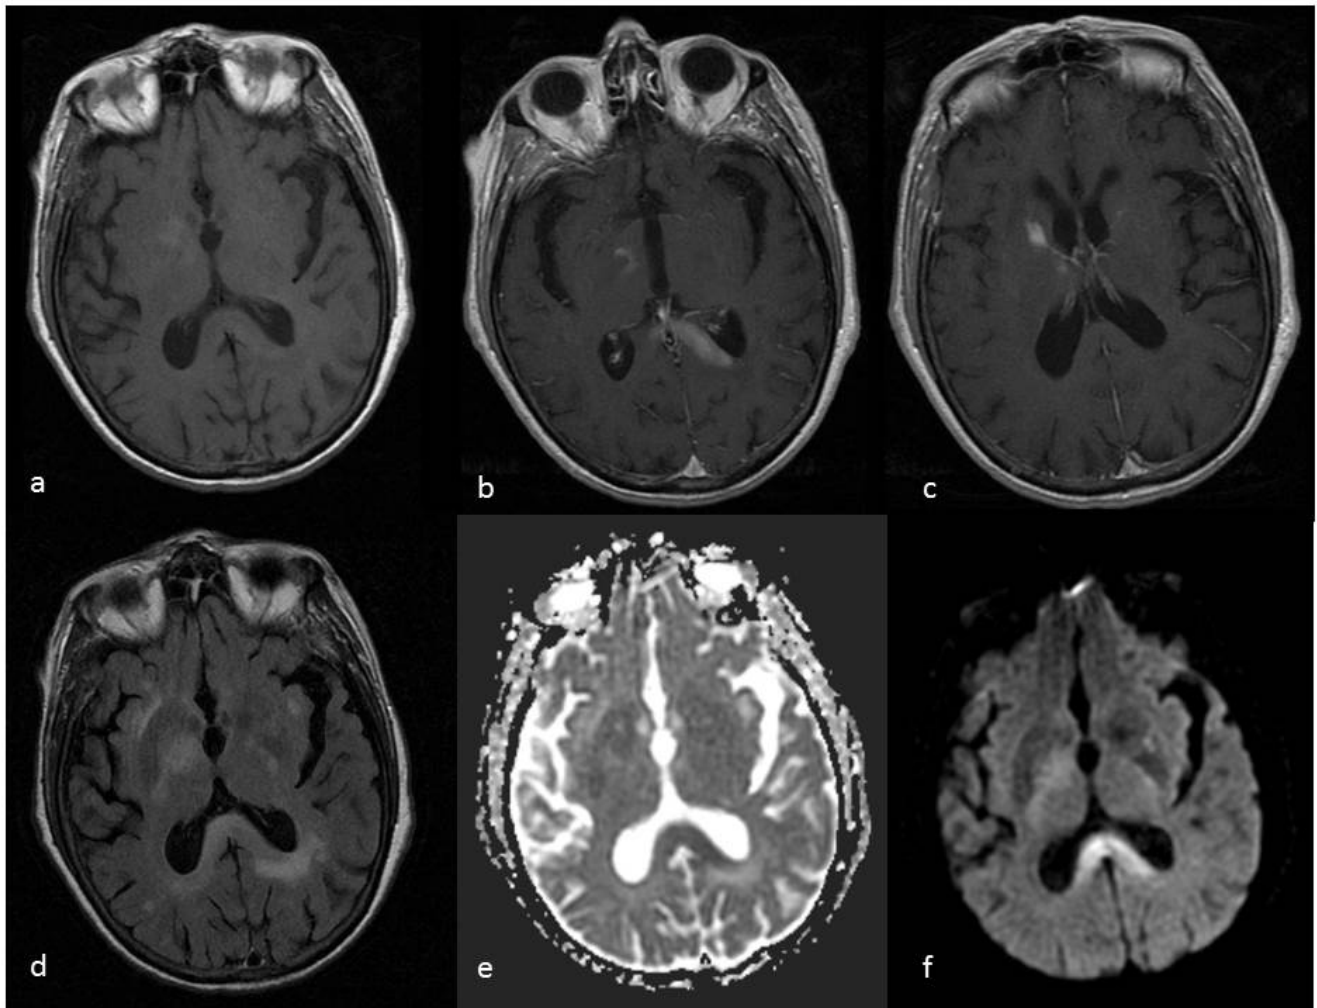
Linfoma primario SNC (continuación figura 13). Afectación multifocal sólida en región de ganglios basales derechos y esplenio del cuerpo calloso. Realce homogéneo y difuso tras la administración de contraste y restricción en la secuencia de difusión con caída de la señal en el mapa de ADC. Secuencias SE T1 (a), SE T1 postgd (b y c), FLAIR (d), ADC (e), difusión (f)
